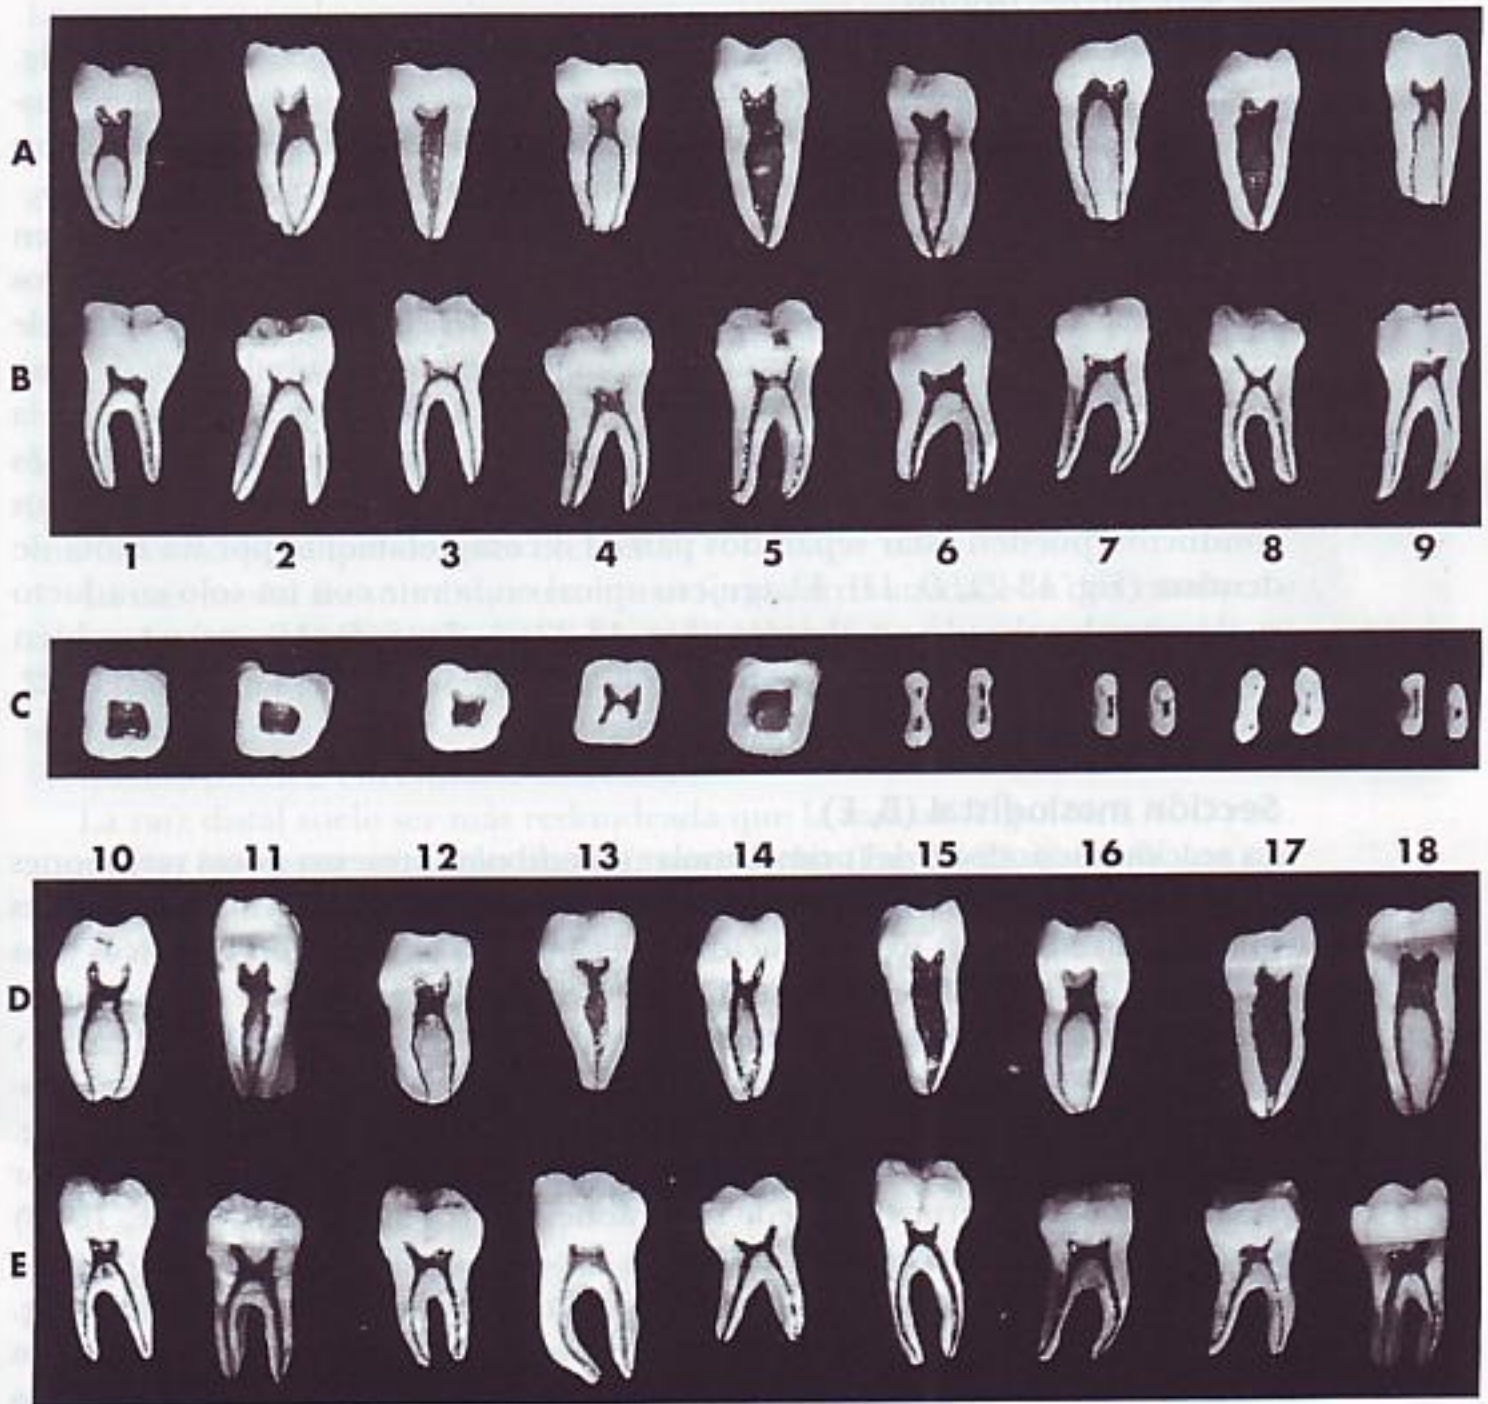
Primer molar mandibular. A, sección vestibulolingual mostrando la superficie mesial y distal de la cavidad pulpar. Esta proyección no se puede ver en las radiografías dentales. B, sección mesiodistal mostrando la superficie vestibular y lingual de la cavidad pulpar. C, cinco secciones transversales en la línea cervical, y cuatro en la parte media de la raíz. D, sección vestibulolingual mostrando la superficie mesial y distal de la cavidad pulpar. E, sección mesiodistal mostrando la superficie vestibular y lingual de la cavidad pulpar.
